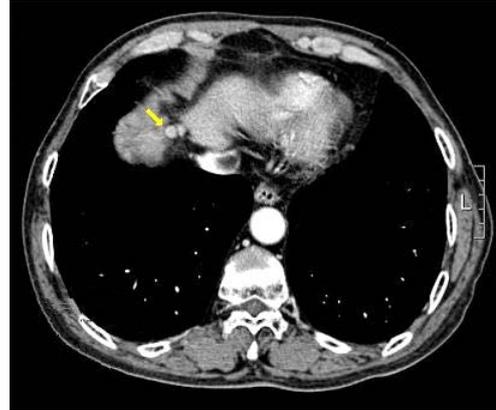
Abdominal CT findings. Abdominal CT scan shows a 8mm sized enhancing round nodule in the S8 of liver (arrow).
